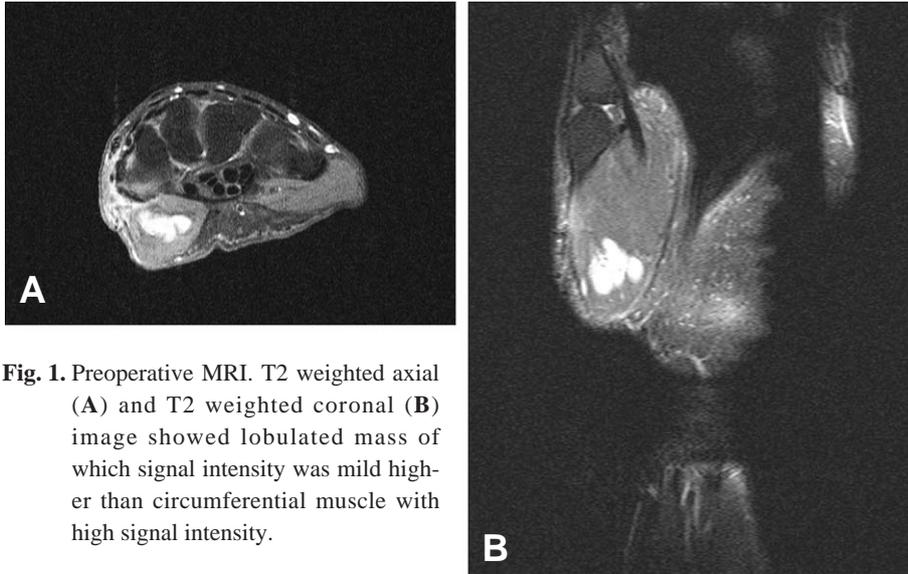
Preoperative MRI. T2 weighted axial (A) and T2 weighted coronal (B) image showed lobulated mass of which signal intensity was mild higher than circumferential muscle with high signal intensity.
